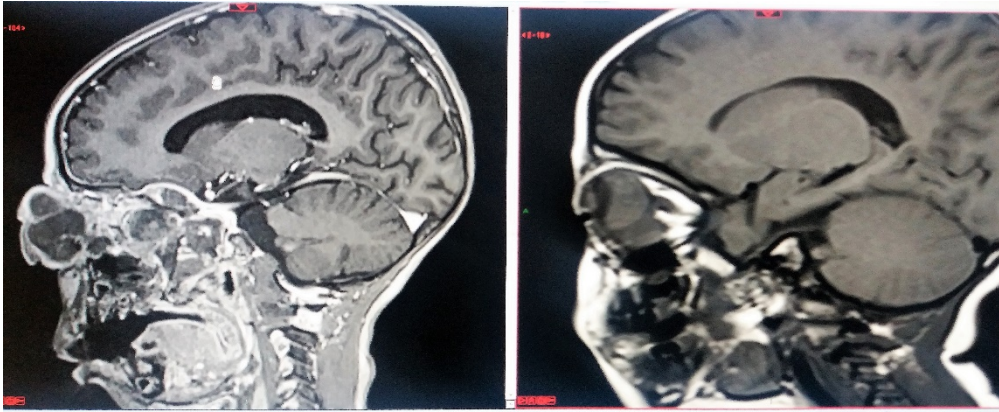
Imagem de RM de órbita (corte sagital). Evolução de paciente com RB unilateral esquerdo (E) doença intraocular com indicação de de enucleação antes e depois da recusa ao tratamento pela família. À esquerda: Massa orbitária. À direita: Tumor ocupando grande parte do olho E.
